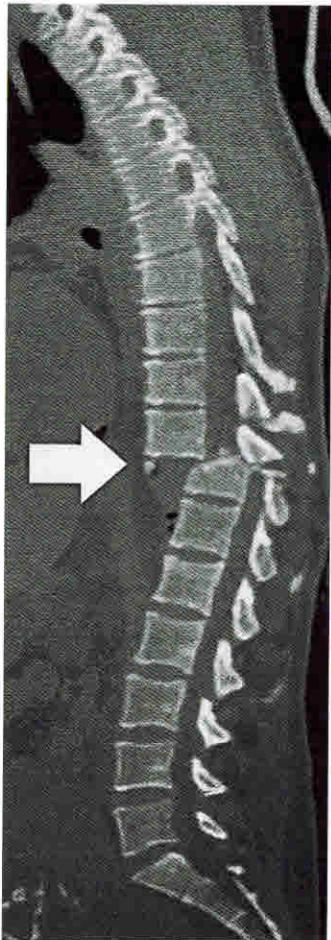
КТ грудного и поясничного отделов позвоночника в боковой проекции (2D-реконструкция). Переломовыих  $T_{\text{XII}}$ , перелом. Стрелка указывает на смещение кпереди тела сломанного  $T_{\text{XI}}$  и маленький костный отломок тела  $T_{\text{XII}}$
